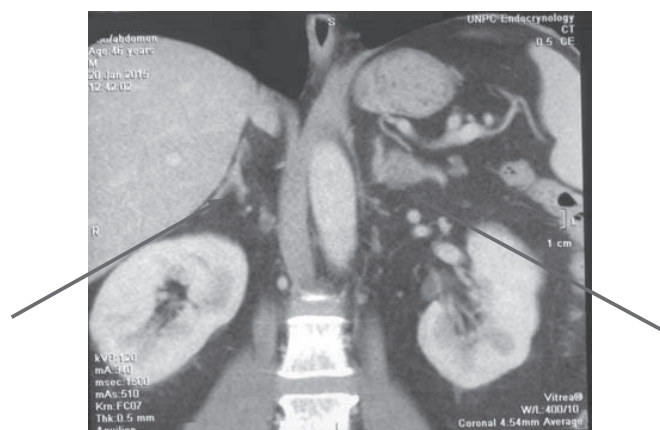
Мультиспіральна комп'ютерна томографія з контрастуванням, де виявлено мікронодулярну гіперплазію правої надниркової залози та макронодулярну гіперплазію лівої надниркової залози.
